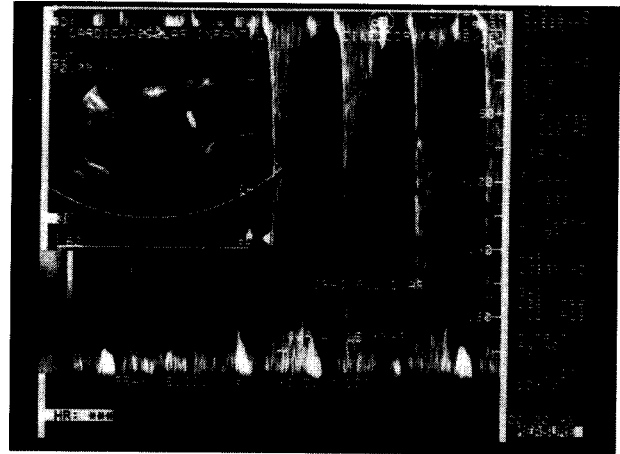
Vista de eje corto de los vasos en tetralogia de Fallot. Se observa el tracto de salida del ventriculo derecho ampliado con parche transanular, sin gradiente residual por Doppler.
